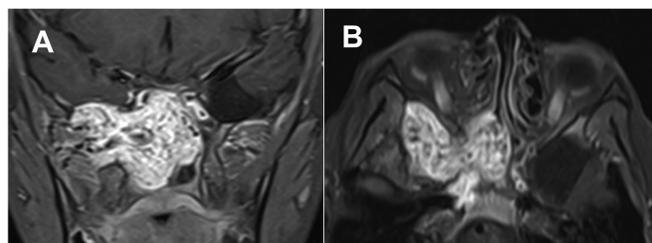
Imágenes de resonancia con medio de contraste en cortes coronal (A) y axial (B) en paciente de 14 años con diagnóstico de Nasoangiofibroma Juvenil. Tumor con extensión a la fosa pterigopalatina e infratemporal derechas sin compromiso intracraneal.
